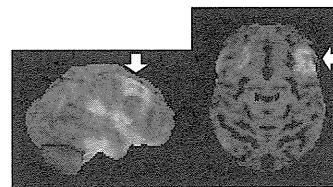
症例2の脳血流SPECT/3D-SSP(右外側面と上面)：シルビウス裂の低下域に加えて、前頭葉背外側部(矢印)に右側優位の低下域を認める。
